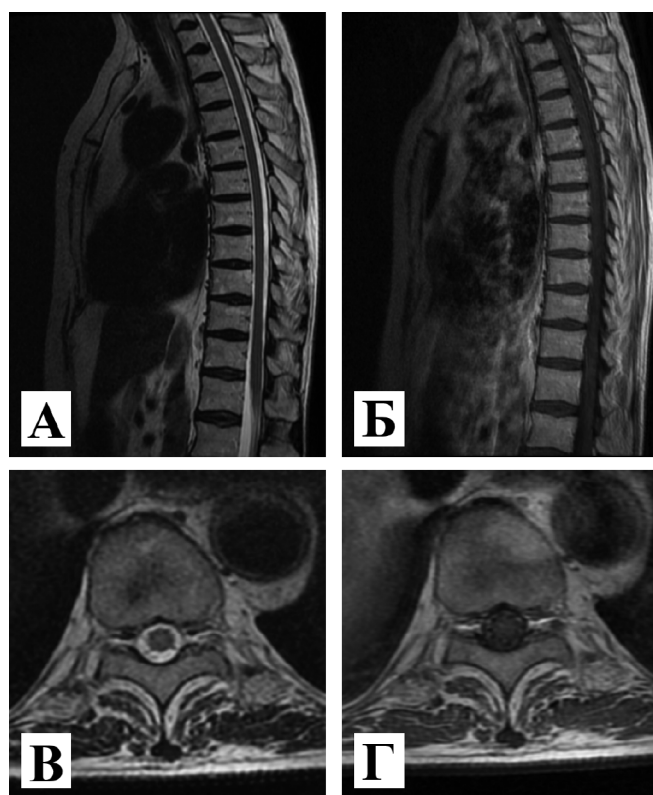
МРТ грудного отдела спинного мозга с контрастным усилением, 3 Тл. Сагиттальная проекция в режимах: А – T2-FLAIR; Б – T1 с контрастным усилением. Аксиальная проекция на уровне Th-10 в режимах: В – T2-FLAIR; Г – T1 с контрастным усилением. МР-сигнал от спинного мозга не изменен, структура спинного мозга однородная. Патологического накопления контрастного препарата не выявлено.
